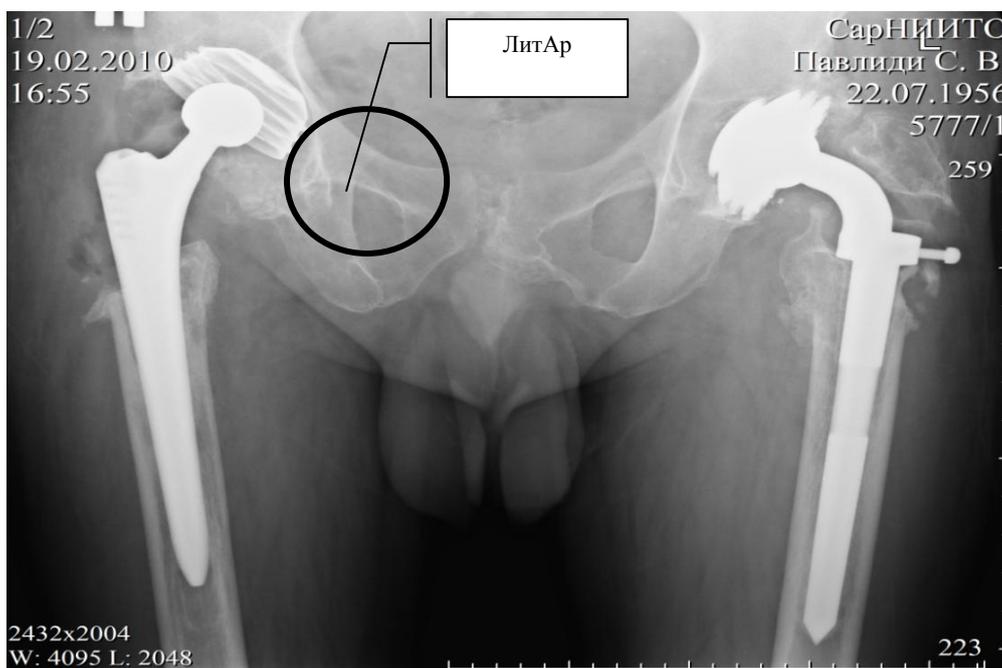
Рентгенограмма больного П., 54 лет. И. б. № 608. Удаление эндопротеза Сиваша справа. Ревизионное тотальное эндопротезирование правого тазобедренного сустава конструкцией Plus Orthopedics, (19 февраля 2010 г.), пластика ацетабулярного компонента препаратом «ЛитАр» по предложенной методике
